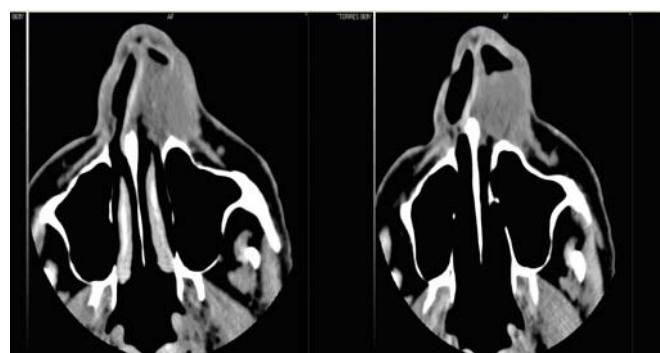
TAC que muestra la lesión tumoral metastásica en fosa nasal izquierda.
